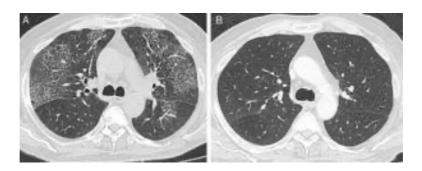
A: TAC en el que se aprecian lesiones en vidrio deslustrado y engrosamiento de los septos interlobulillares a causa de una neumonitis post-radiación. B: TAC posterior al tratamiento con corticoides donde las lesiones pulmonares se han resuelto.
